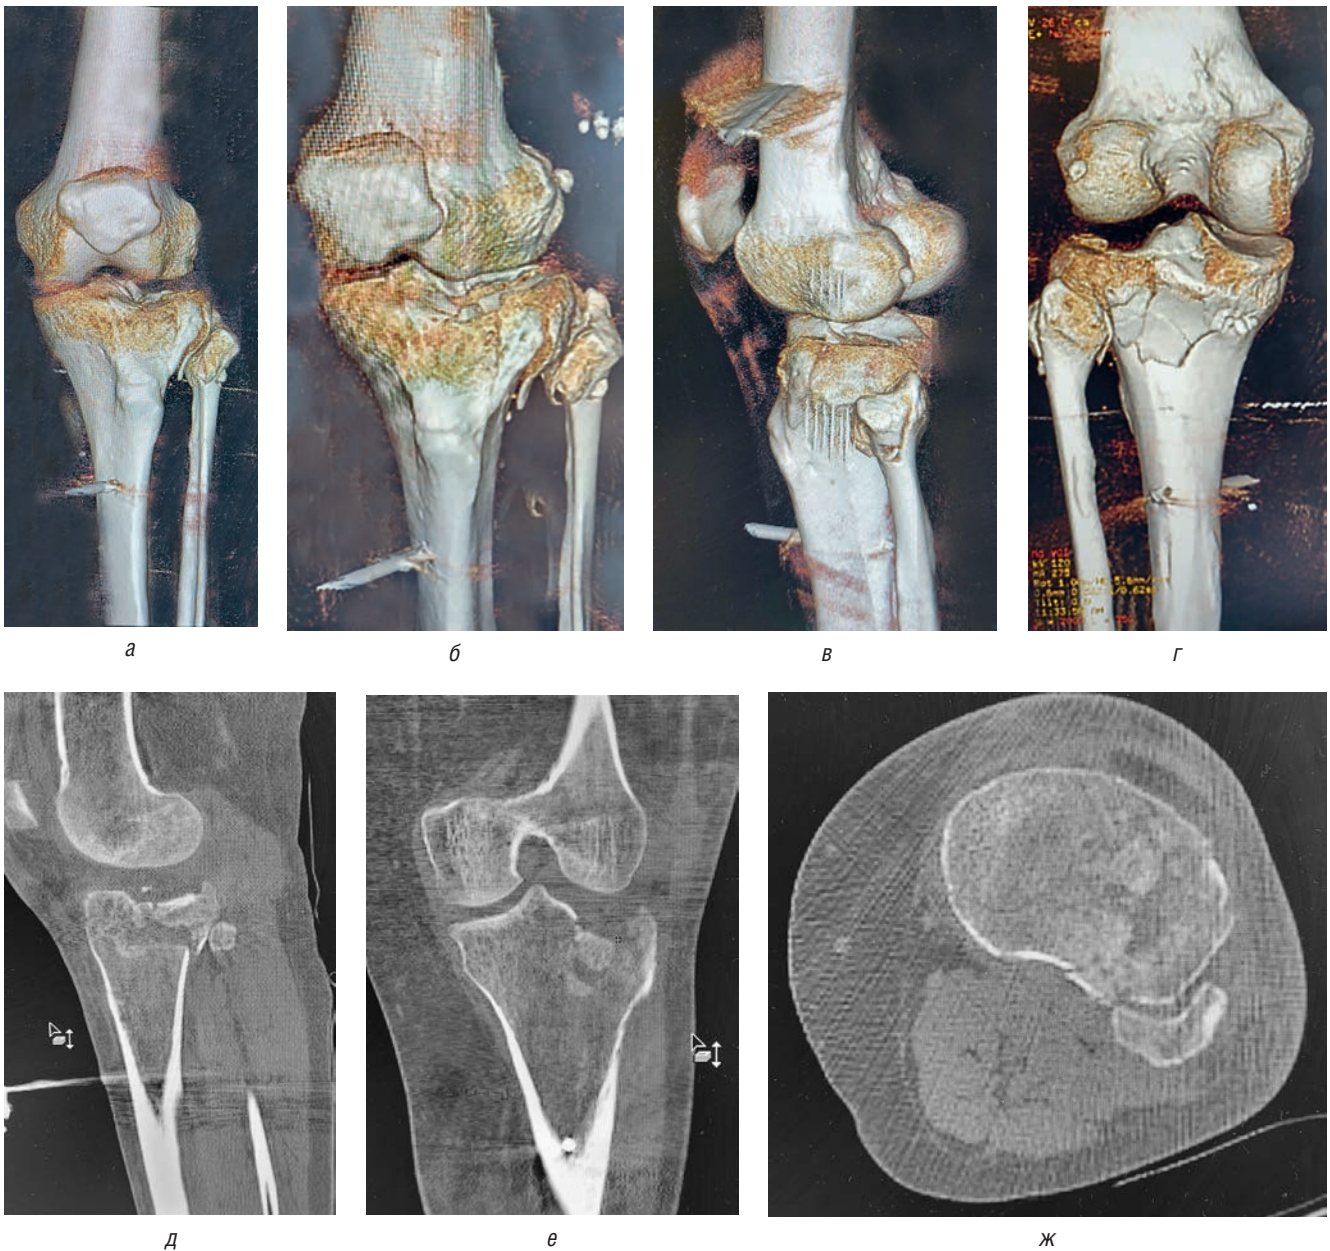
Данные компьютерной томографии левого коленного сустава пациента Ф.: *а, б, в, г* — 3D-реконструкция проксимального метаэпифиза левой большеберцовой кости; *д, е, ж* — сагиттальный, фронтальный и аксиальный срезы — выявлен перелом наружного мыщелка левой большеберцовой кости с расколом, выходящим на переднелатеральный и заднелатеральный края с участком импрессии суставной поверхности, локализирующейся в центральной части латерального мыщелка
